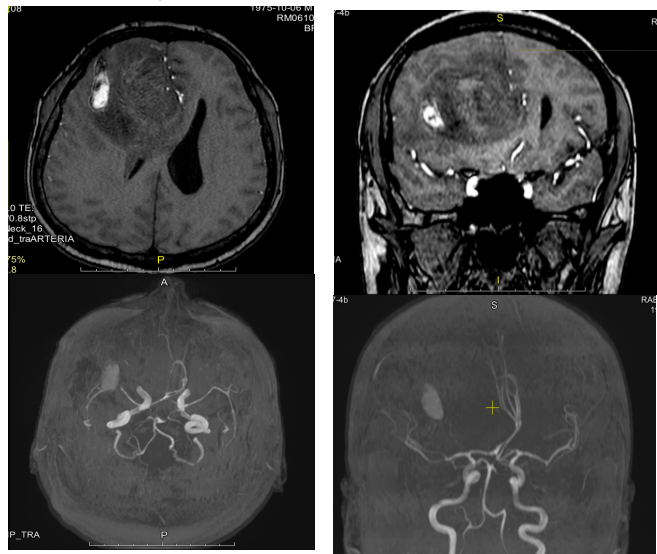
МРТ исследование головного мозга с контрастированием презентует неоднородный вид с участком кровоизлияния в правой лобной области головного мозга. *До операционные снимки.
